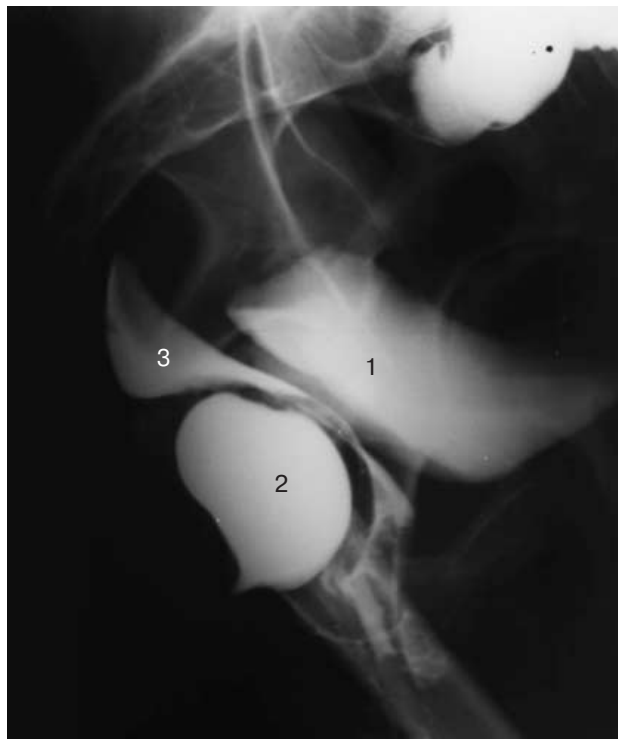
Больная Г., 55 л. Одновременная цистоуретрография, прицельная рентгенограмма в боковой проекции у пациентки после операции Гартмана. Мочевой пузырь (1) располагается на значительном удалении от крестца. Между культей прямой кишки (2) и мочевым пузырем располагается задний свод влагалища с маткой (3), смещенные в ложе удаленной кишки.
